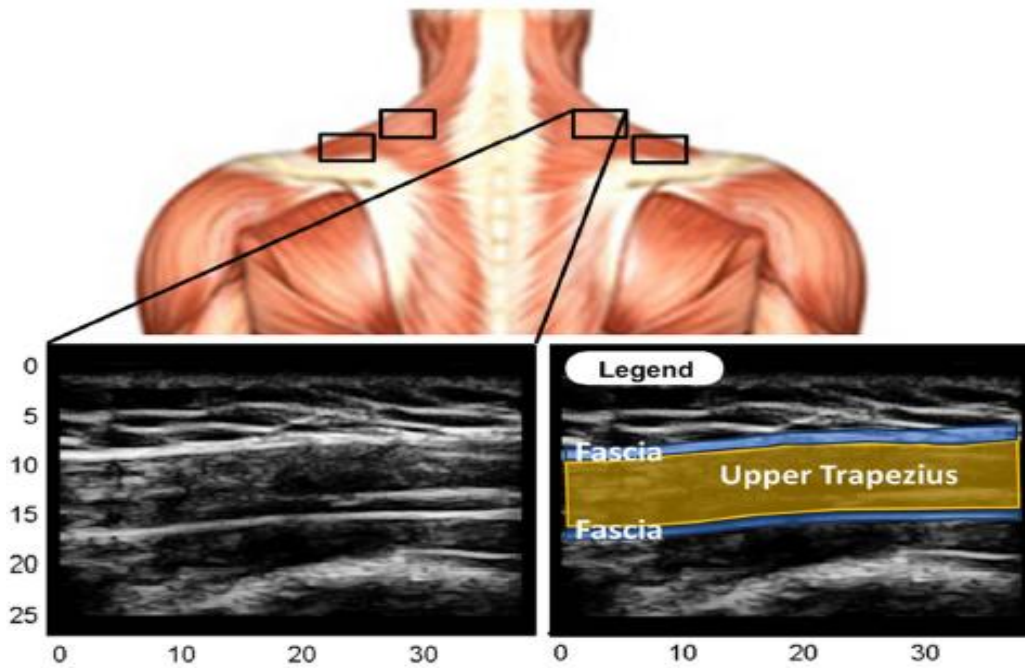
Representação das regiões do músculo Trapézio Superior e uma respectiva ultrassonografia no modo-B apresentando as estruturas anatômicas na imagem (TURO *et al.* 2013)
